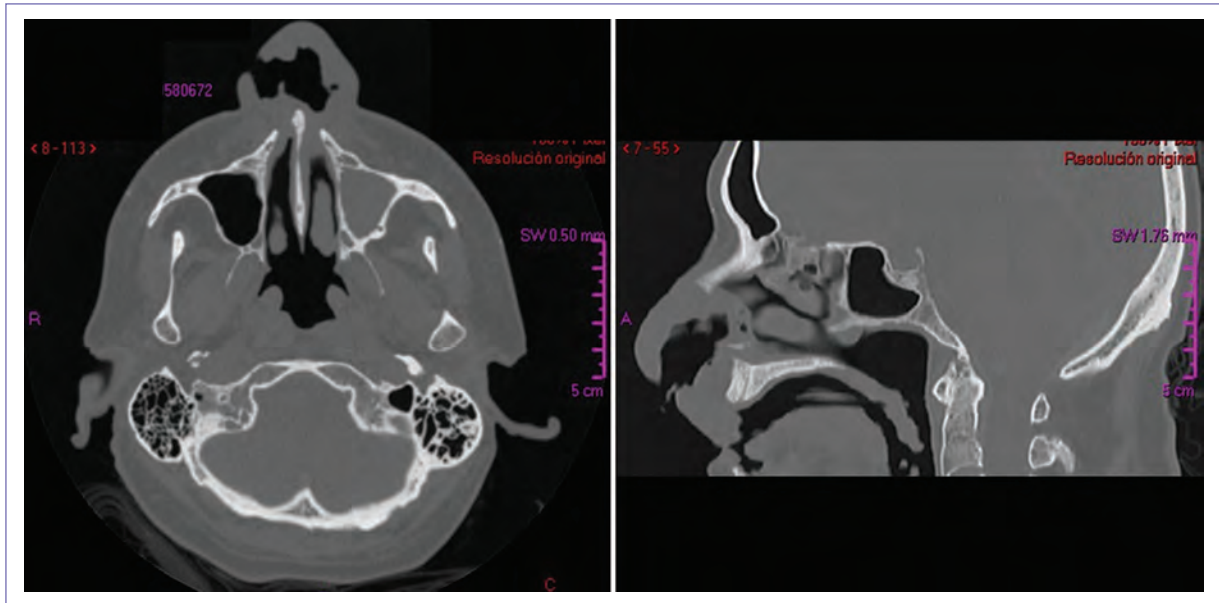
Computerized axial tomography of the face, where wide septal perforation is evidenced, as well as edema on the soft tissues of the nasal tip and periseptal area IV, mucoperiosteal thickening of the left maxillary sinus with calcification areas, and a sclerotic reaction of the lateral wall of the left maxillary sinus.
